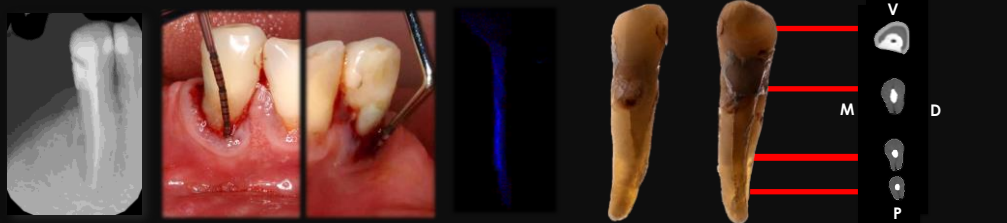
Radiografia periapical. Fig. 2a: Sondagem V. Fig. 2b: Sondagem L. Fig. 3: Transiluminação pós-extração. Fig. 4a e 4b: Registo fotográfico (perspetivas V e L) pós-extração. Fig. 5: Cortes transversais pós-extração.
